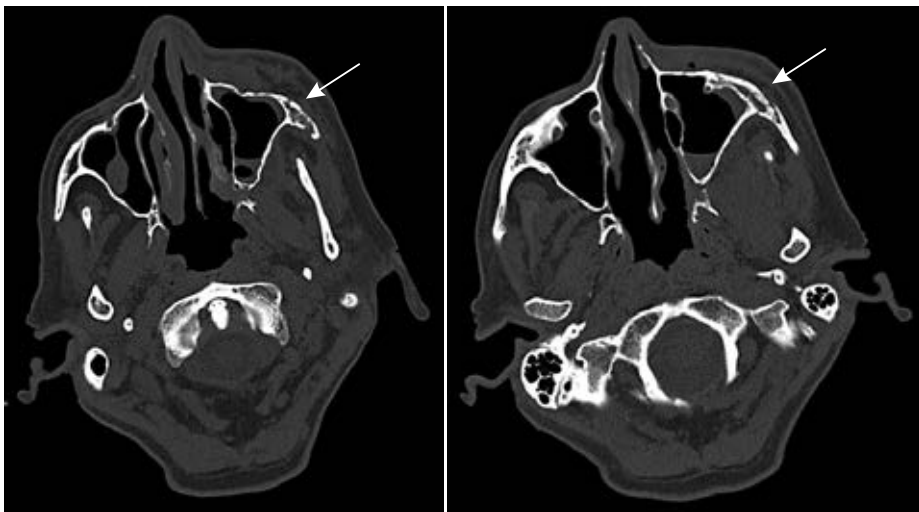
КТ-признаки деструкции скуловой кости слева (изображения в аксиальной плоскости)
